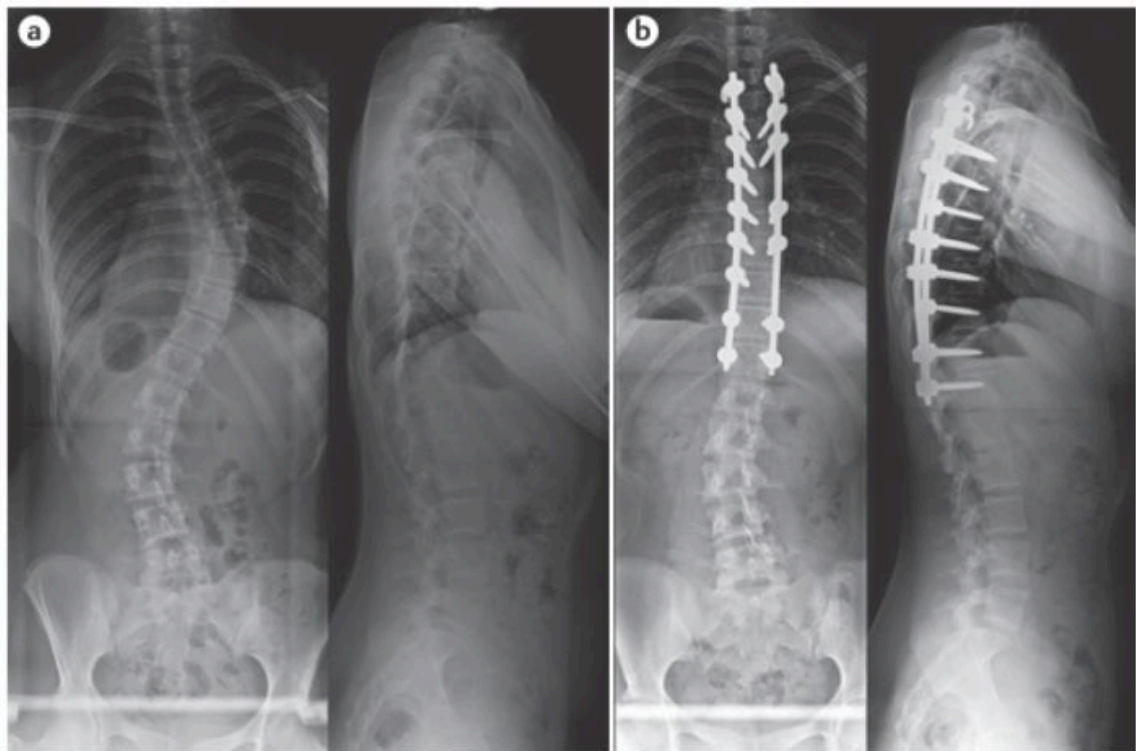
Arthrodèse par voie postérieure dans le SIA tiré de Cheng et al (5) a) radiographies préopératoire retrouvant une SIA avec courbure principale thoracique et contre-courbure lombaire b) radiographie postopératoire après arthrodèse postérieure thoracique
